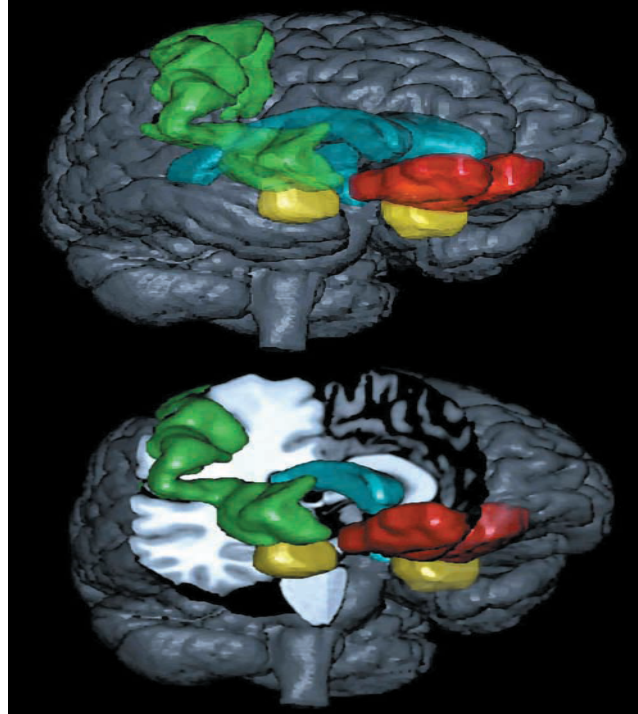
Neuroanatomía de las estructuras implicadas en el reconocimiento de las expresiones faciales emocionales: Imagen de resonancia magnética de un cerebro humano normal donde se muestran la amígdala (amarillo), corteza prefrontal ventromedial (rojo), corteza somatosensorial derecha (SI, SII e ínsula) (verde) y para orientación, ventrículos laterales (azul). Imágenes elaboradas por Ralph Adolphs, Hanna Damasio y John Haller en el Laboratorio de Neuroimagen y Neuroanatomía Humana (Adolphs, 2002).
